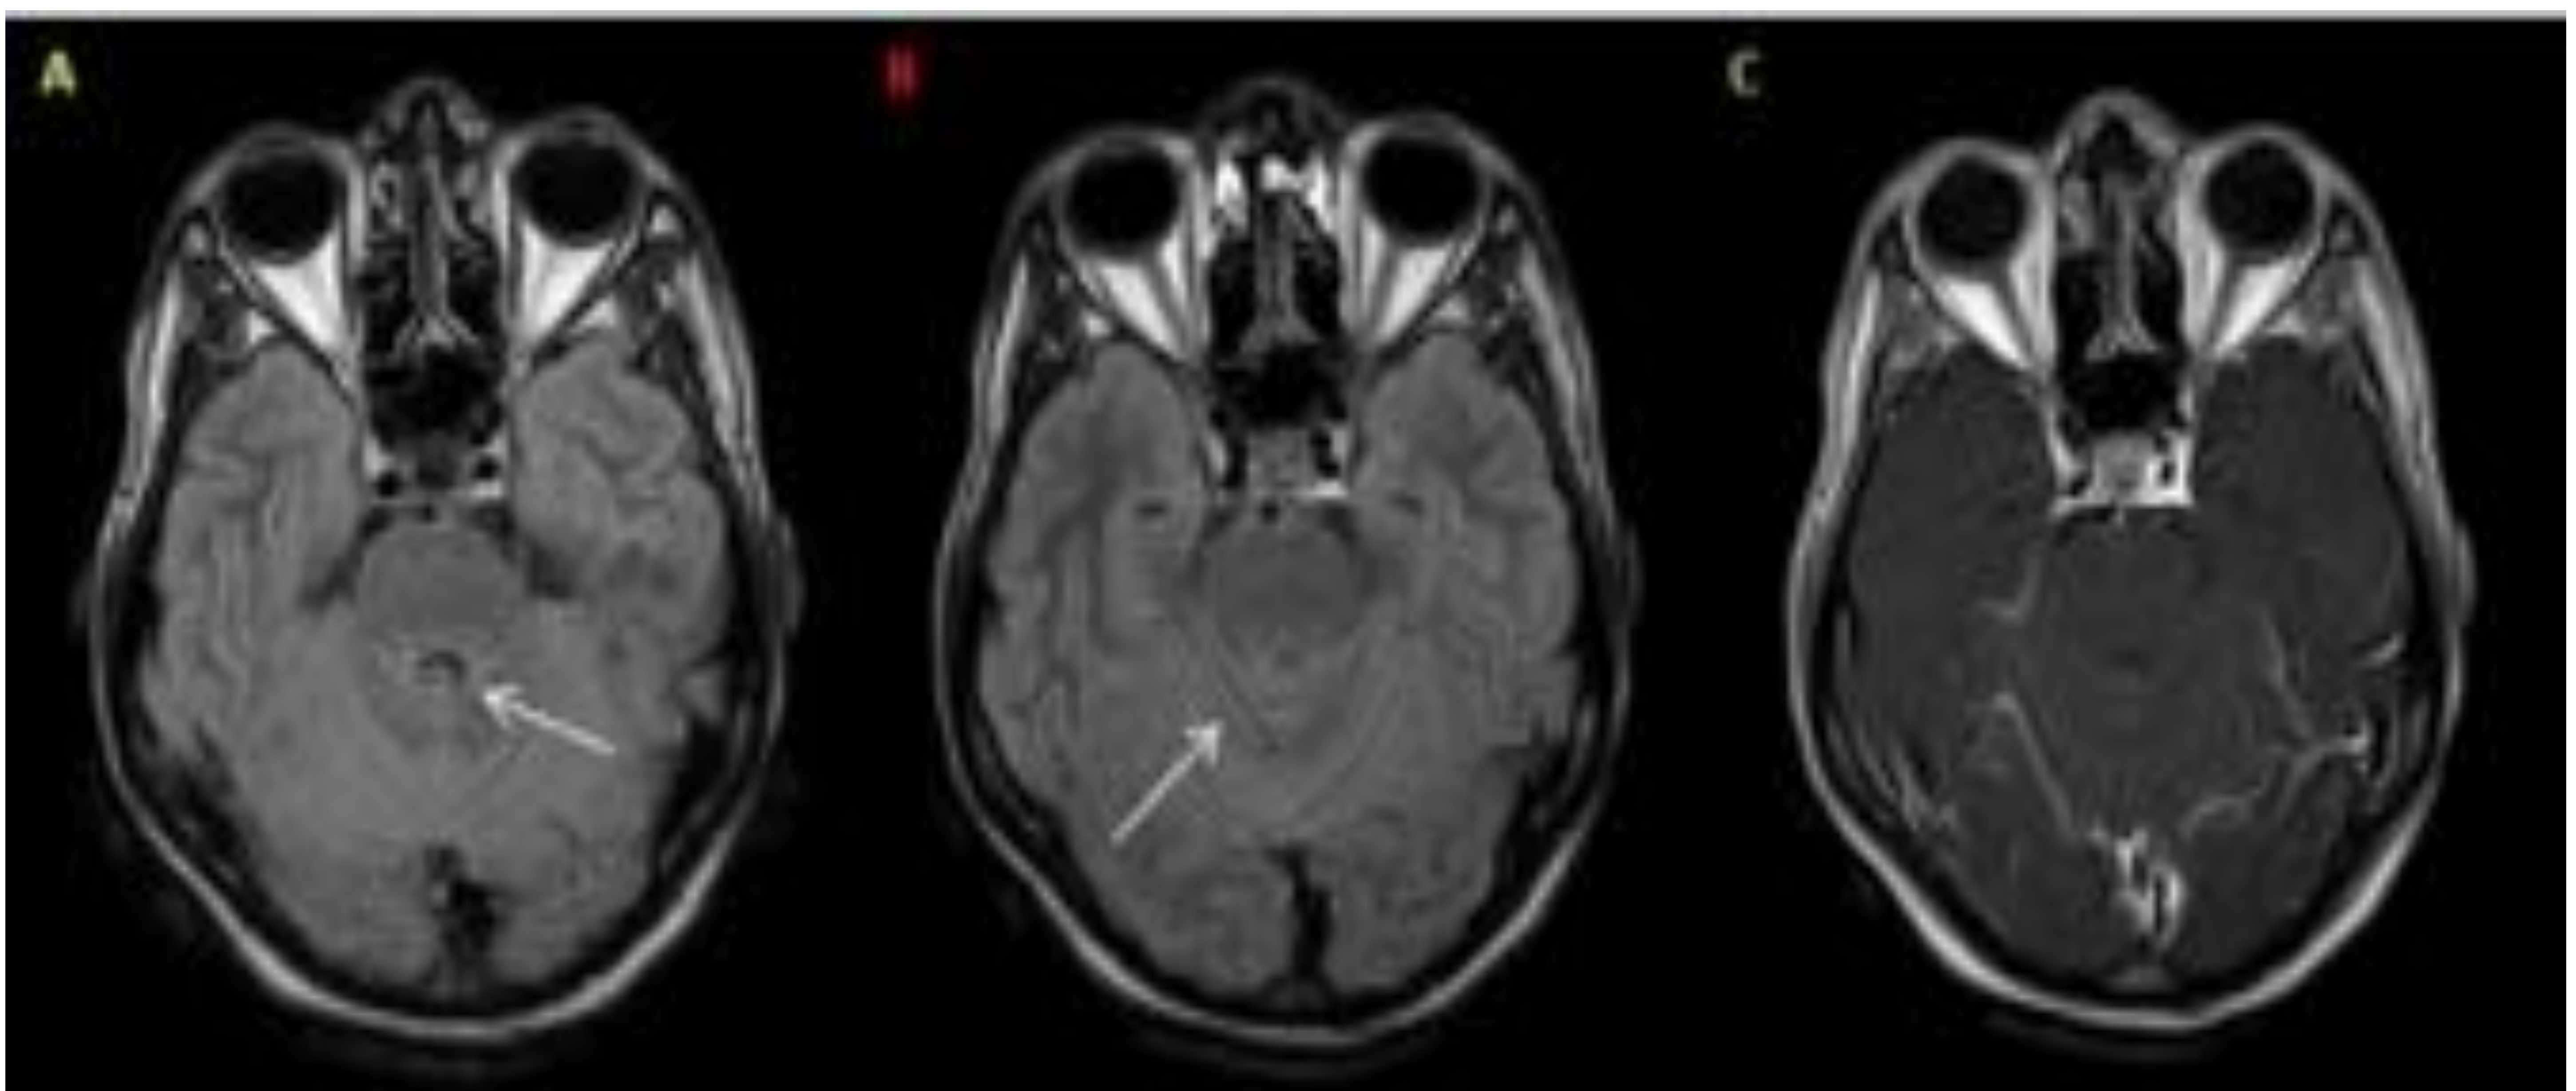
Meningitis criptocócica. Paciente con infección por VIH. La secuencia FLAIR (A) muestra muy tenues aumentos de intensidad lineales en las folias cerebelosas mejor delimitadas en secuencia FLAIR con civ (B) y que se visualizan con dificultad en el T1 con civ transferencia de magnetización.
